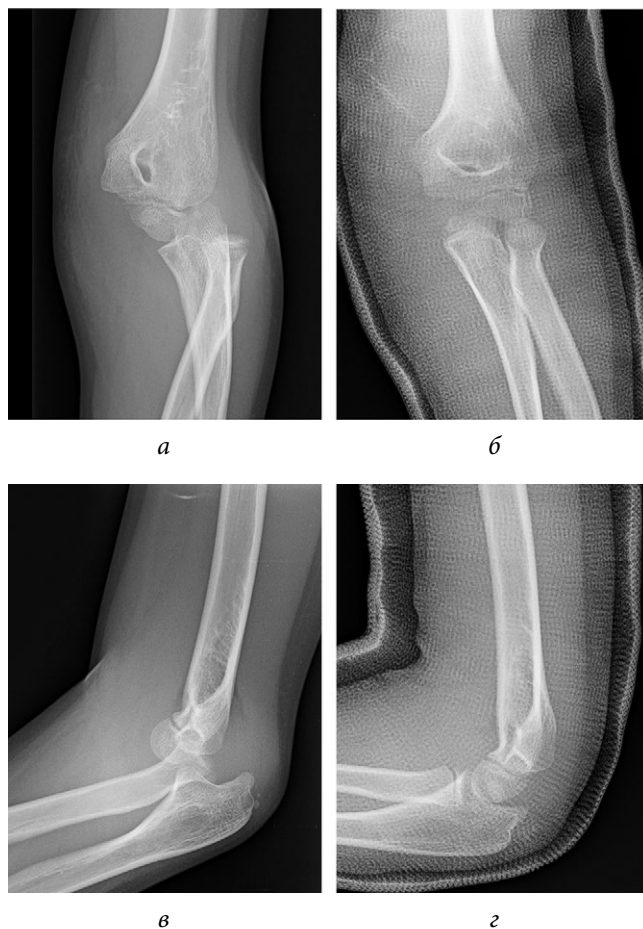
Пациент С. Вывих предплечья с внутрисуставным ущемлением медиального надмыщелка: а, б — рентгенограмма вывиха предплечья; в, г — рентгенограмма после устранения вывиха предплечья с внутрисуставным ущемлением медиального надмыщелка
